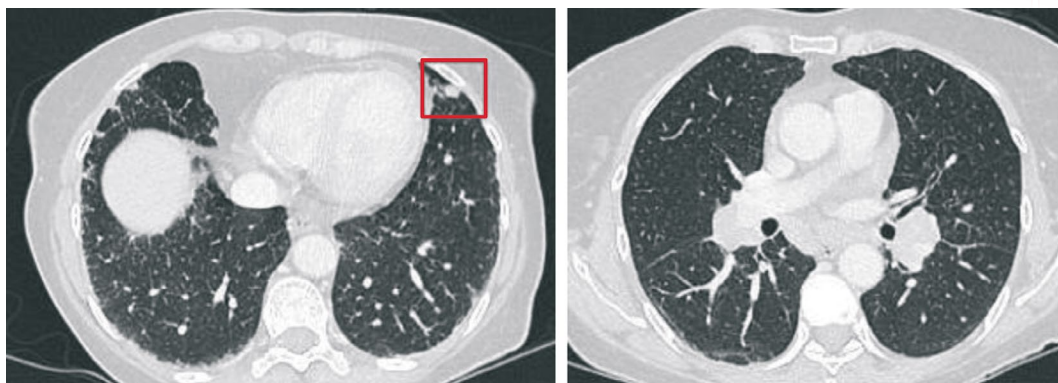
Body-TC: adenopatías hiliares bilaterales y nódulos reticulares.
